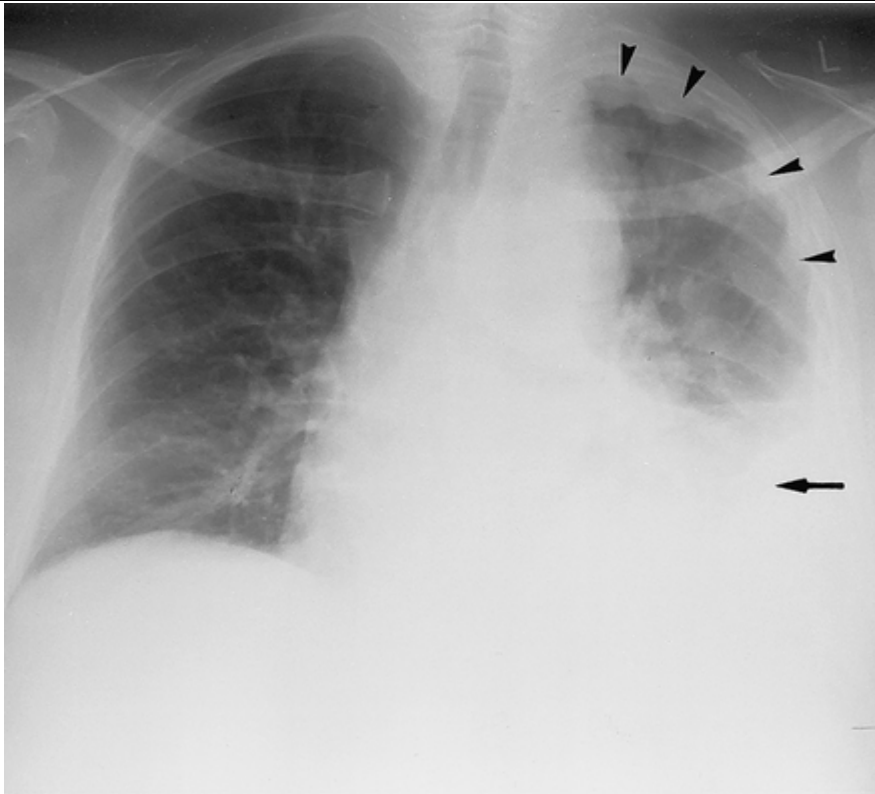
Cette radiographie montre un épaissement dans le lobe gauche de la plèvre (pointes) et une effusion pleurale (flèche), caractéristiques d'un mésothéliome malin [65]
